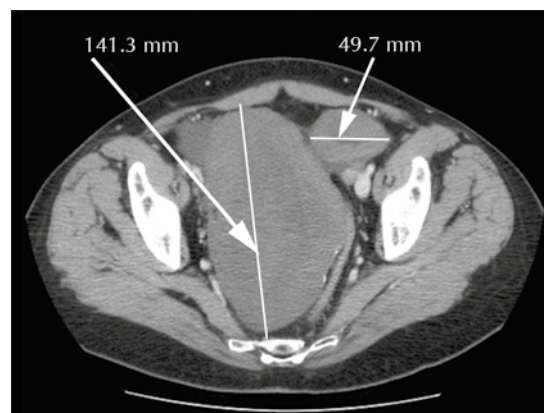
Tomografía abdominal que muestra los tumores bilaterales en ambos ovarios, de 141 y 49 mm de diámetro máximo, respectivamente.
